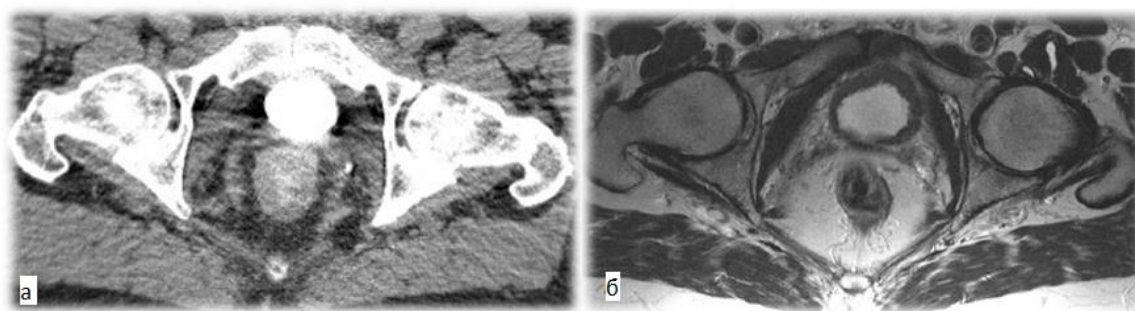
Совмещение КТ и МРТ изображений малого таза на уровне головок бедренных костей. а. КТ изображение б. МРТ изображение.
